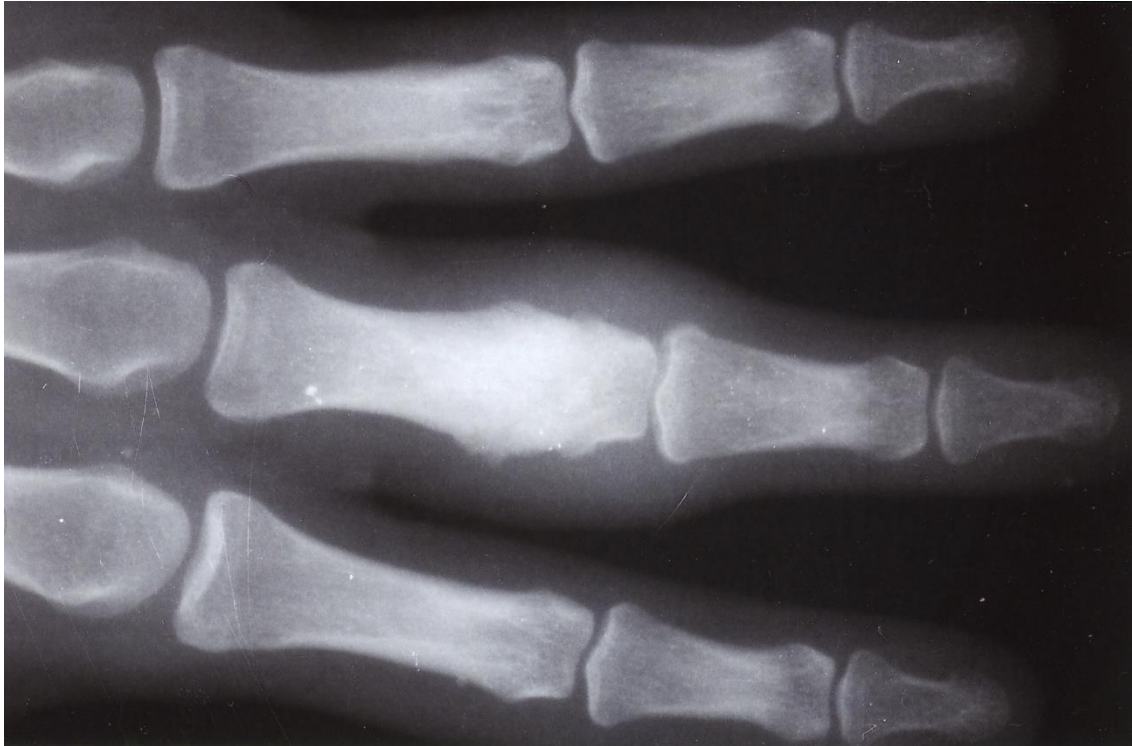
Radiographie de la main montrant une ostéocondensation de la première phalange du troisième doigt.
